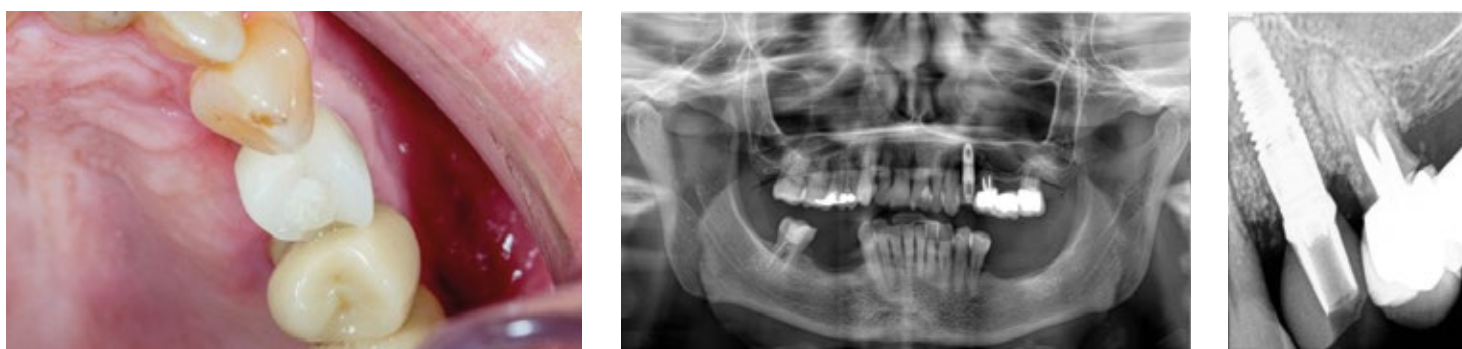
Ortopantomografia e Rx periapical finais do implante de 2.4 com 12 meses de follow-up. Aspeto clínico onde se demonstra ausência da lesão palatina associada ao implante.
